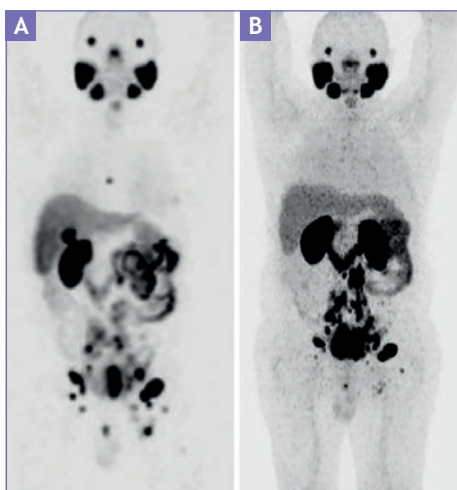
A: SPECT/CT de cuerpo completo con ^{99m}Tc -PSMA, donde se observa una biodistribución habitual y múltiples zonas de captación anormal en relación con las metástasis. B: estudio realizado en el mismo paciente con ^{68}Ga -PSMA. En la proyección de máxima intensidad (MIP) se observa la misma biodistribución y una captación anormal muy similar, a diferencia de una lesión a nivel del esternón visualizada en el estudio con SPECT/CT, que se debe a la realización de este estudio tres semanas después.
